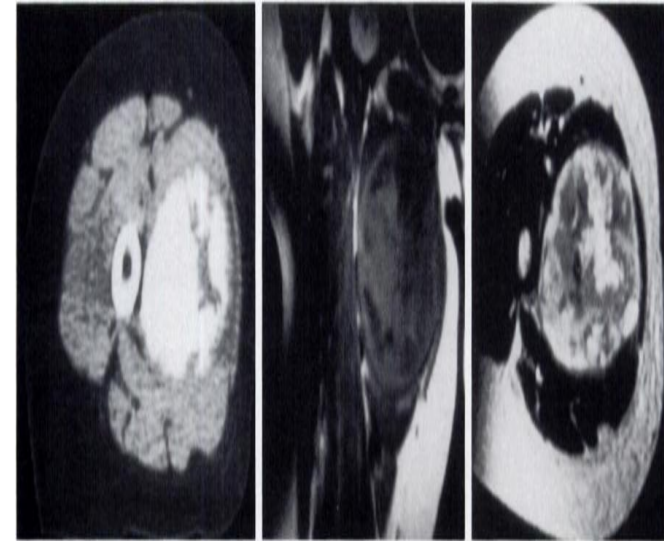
TC, axial. Massa calcificada.
